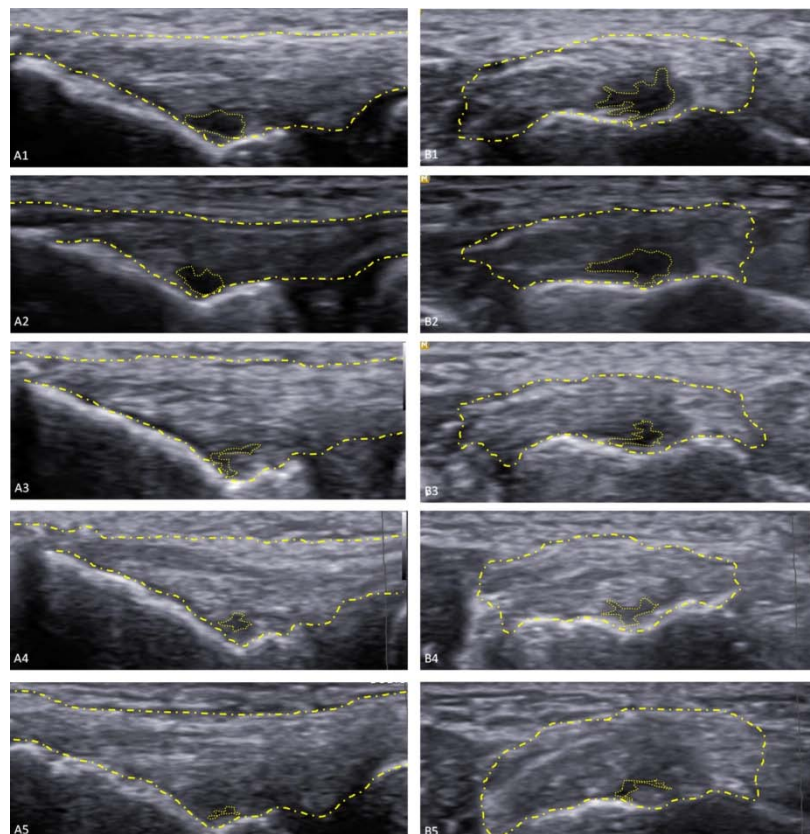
Evolution d'une épicondylite latérale chez un patient traité par CSA allogéniques à l'échographie en coupes longitudinale (gauche) et axiale (droite). Les points tillés jaunes indiquent l'origine du tendon extenseur commun, la ligne continue jaune cerne le défaut tendineux. (A1/B1: jour 0, A2/B2: 6 semaines, A3/B3: 12 semaines, A4/B4: 26 semaines, and A5/B5: 52 semaines après l'injection). (Lee et coll. (318)).
